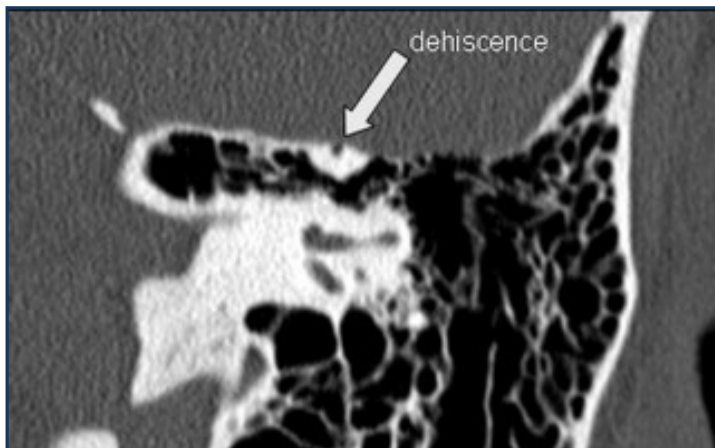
Imagens por tomografia computadorizada (TC) de alta resolução do osso temporal.
